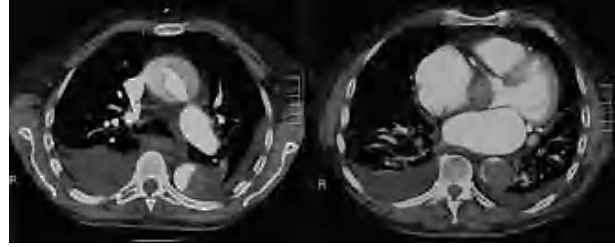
Tomografía axial computarizada toraco-abdominal. Caso 2.
